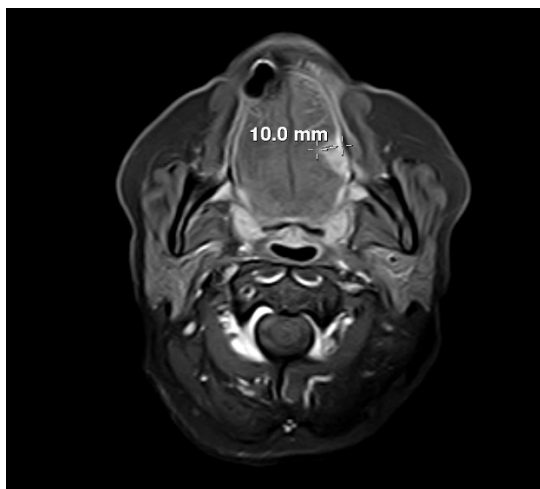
RM axial de CE lingual izquierdo. Secuencia T1 con contraste y saturación grasa.
